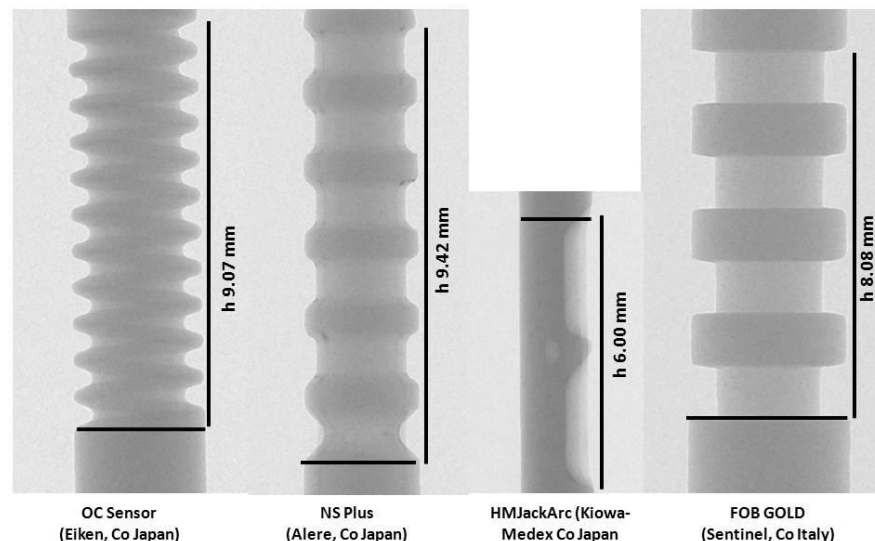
2D X-ray images of sampling regions of tested sampling collection devices.
